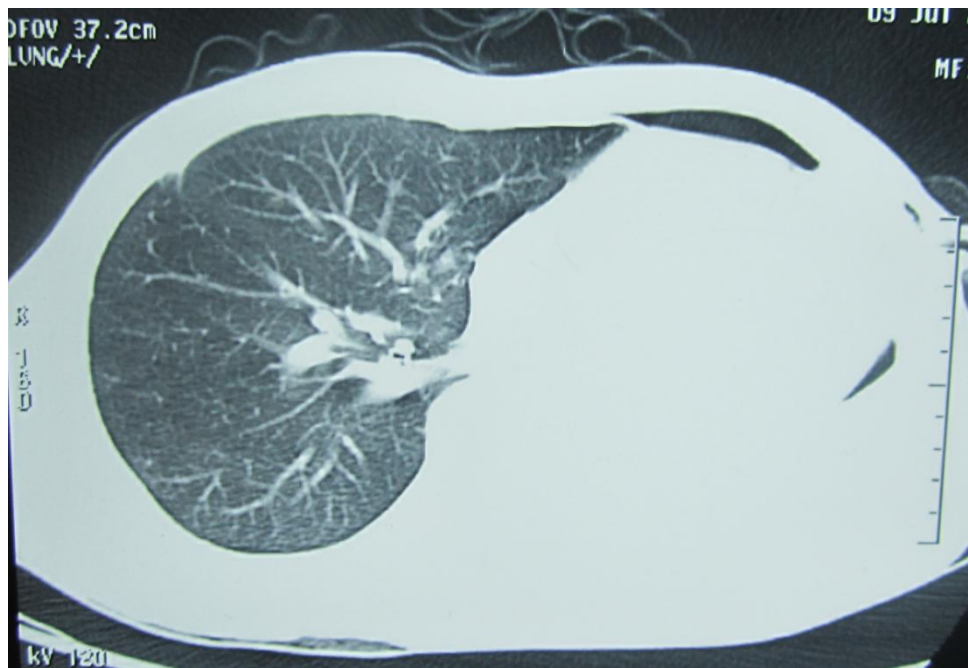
TDM thoracique : atélectasie et pneumothorax gauches.
